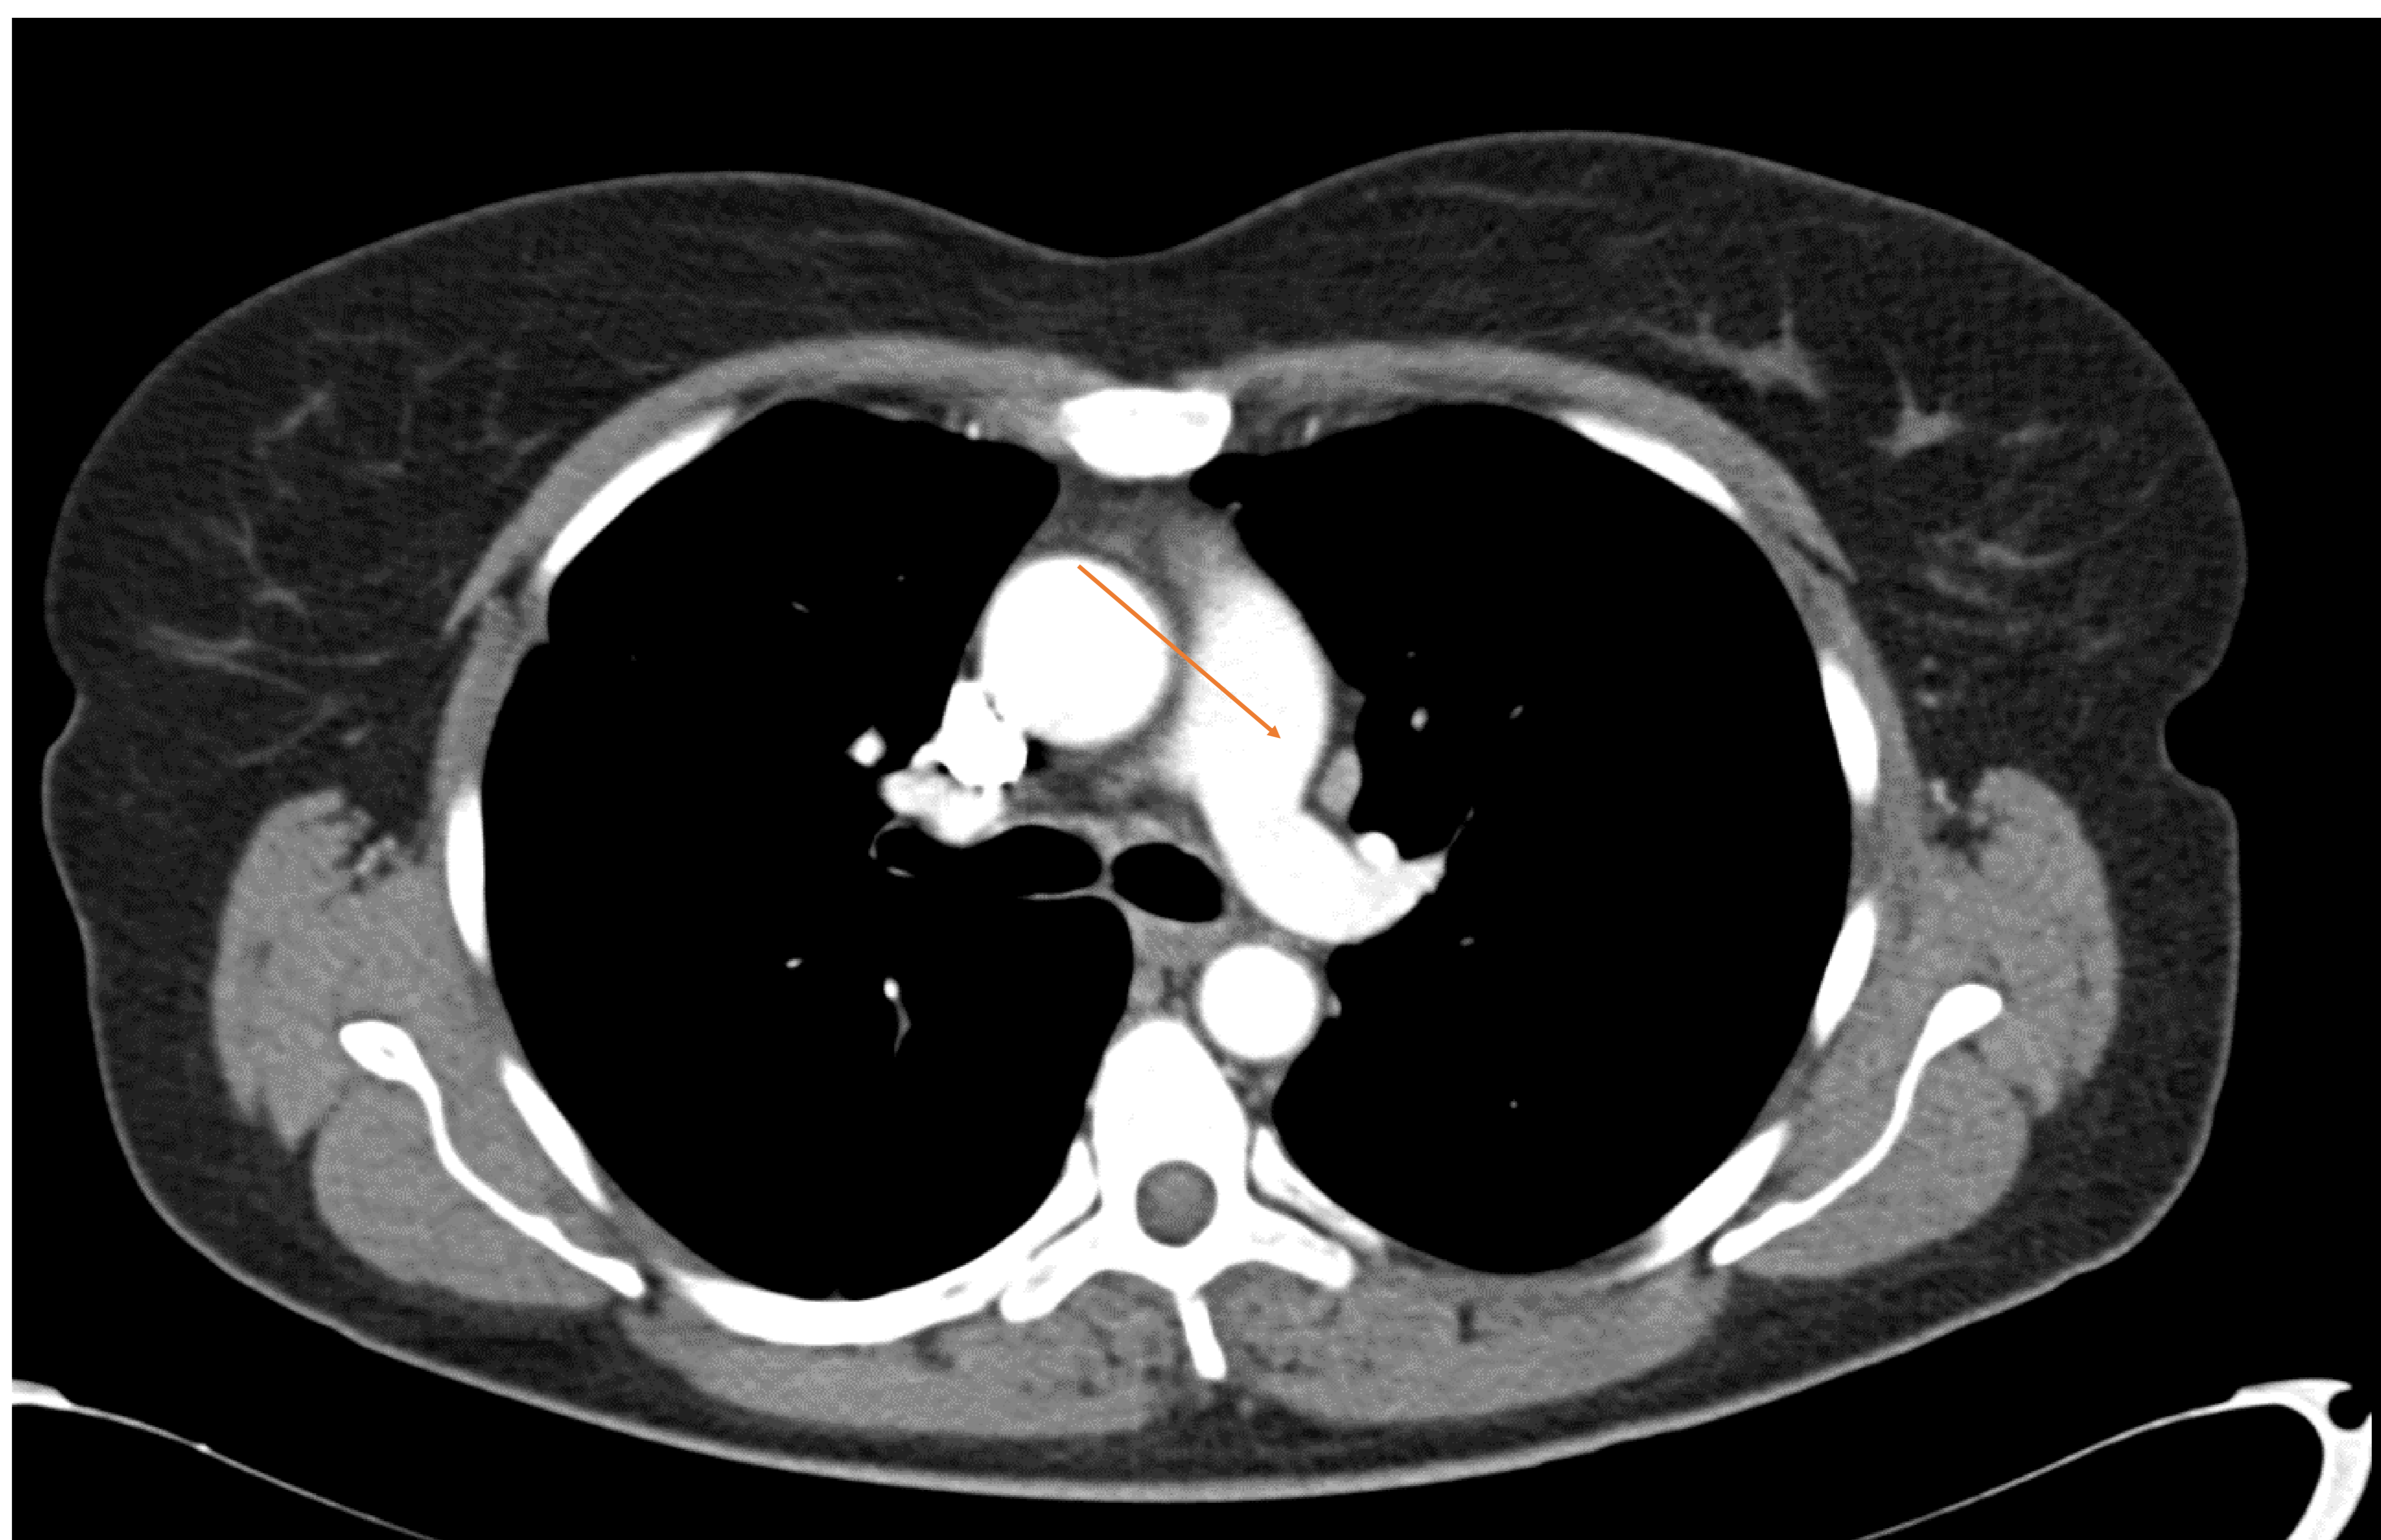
TC de tórax con CIV. Pequeño ganglio paraaórtico izquierdo que muestra intenso realce tras la administración de contraste intravenoso en paciente con enfermedad de Castelman conocida.
